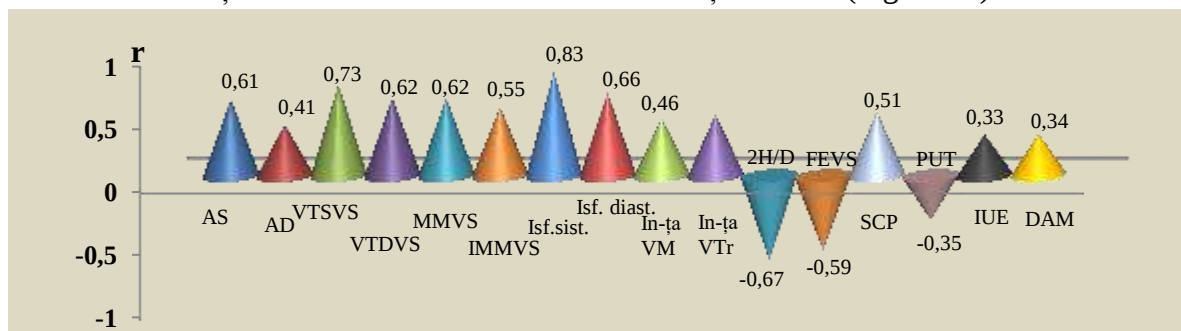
Analiza corelațională a DTSVS cu parametrii ecocardiografici și testului cu efort fizic dozat
